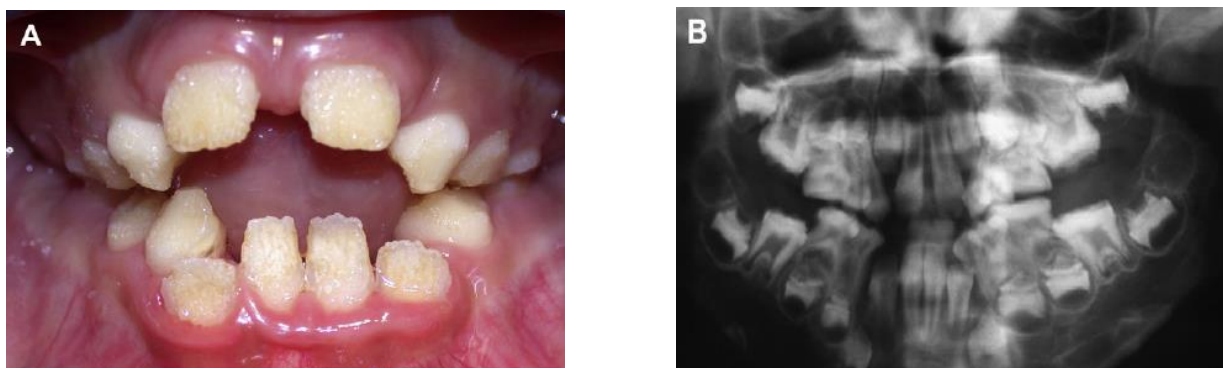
Amelogénese Imperfeita na forma hipoplásica - A) vista clínica frontal B) ortopantomografia do mesmo paciente evidenciando os defeitos no esmalte.
